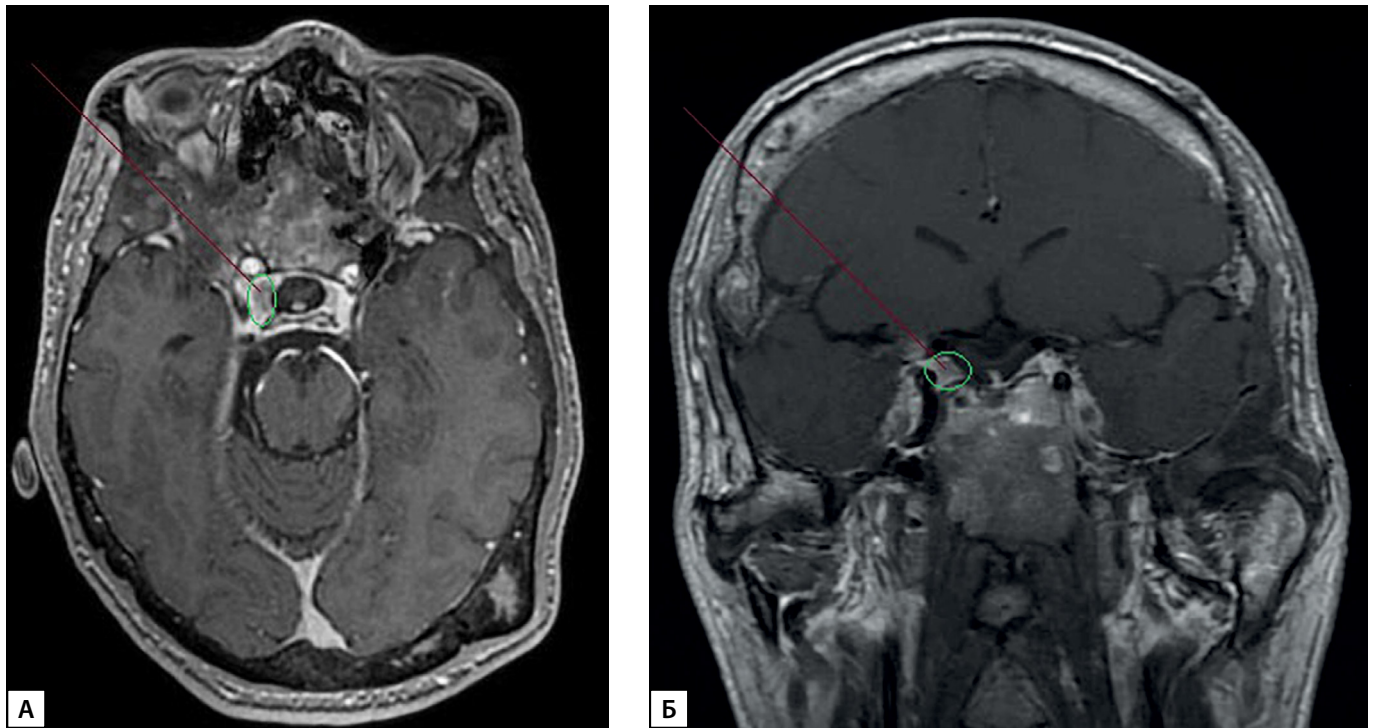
МРТ головного мозга с контрастным усилением пациента К. с синдромом МакКьюна–Олбрайта–Брайцева (декабрь, 2021 г.).
